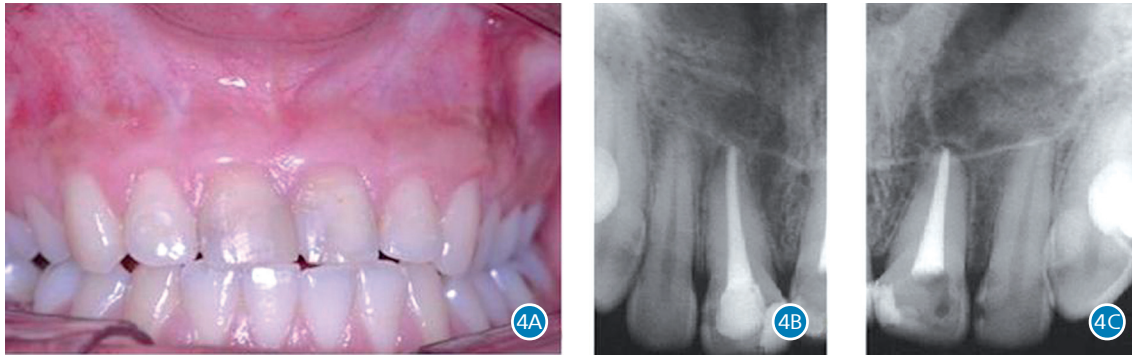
Doze meses de proservação; 4A. clinicamente, observou-se completa resolução do abaulamento da cortical vestibular; 4B. e 4C. radiograficamente, verificou-se completo reparo periapical
